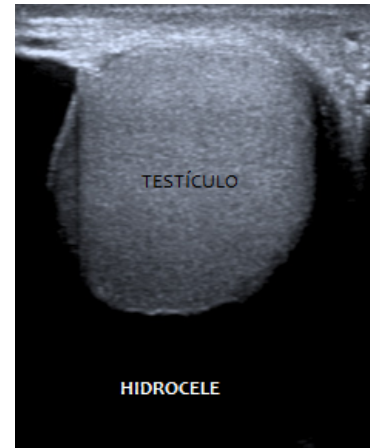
Ecografía testicular.
